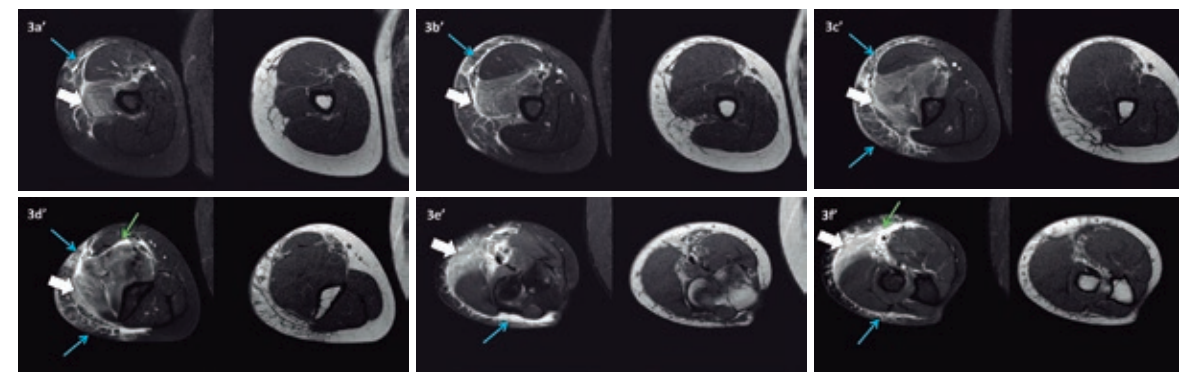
(a-f)': Imagens consecutivas de RM no plano transversal do braço direito nas ponderações STIR (à esquerda) e T1 (à direita) de superior (3a') para inferior (3f') mostrando edema difuso no músculo braquial (setas brancas) e infiltração líquida no tecido subcutâneo (setas azuis) e perifascial (setas verdes).
